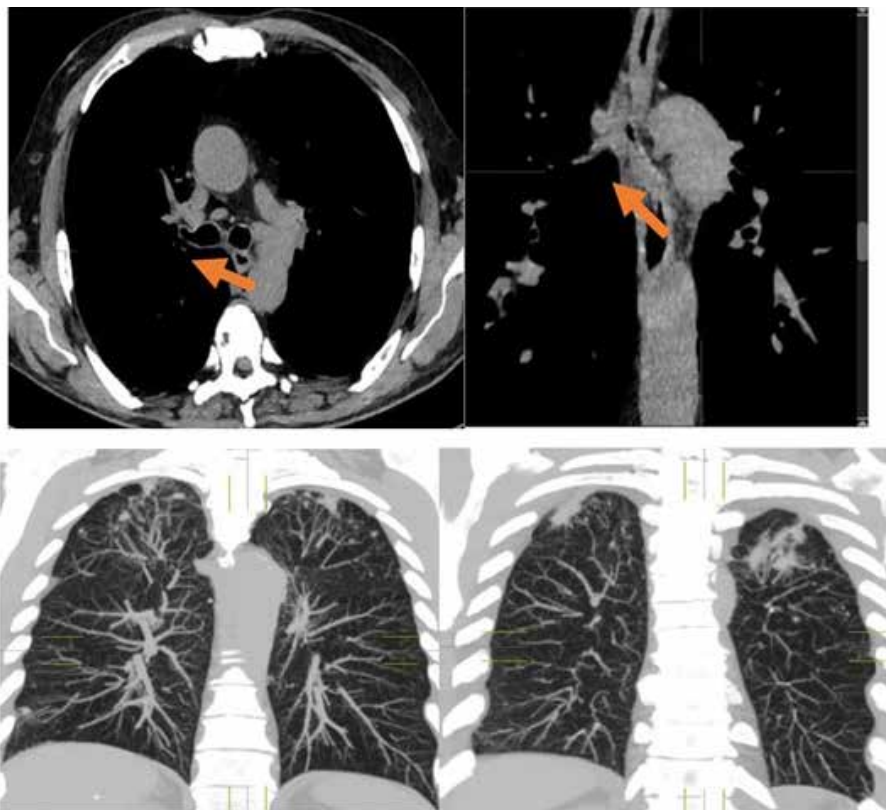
КТ ОГЧ от 15.03.2022.
